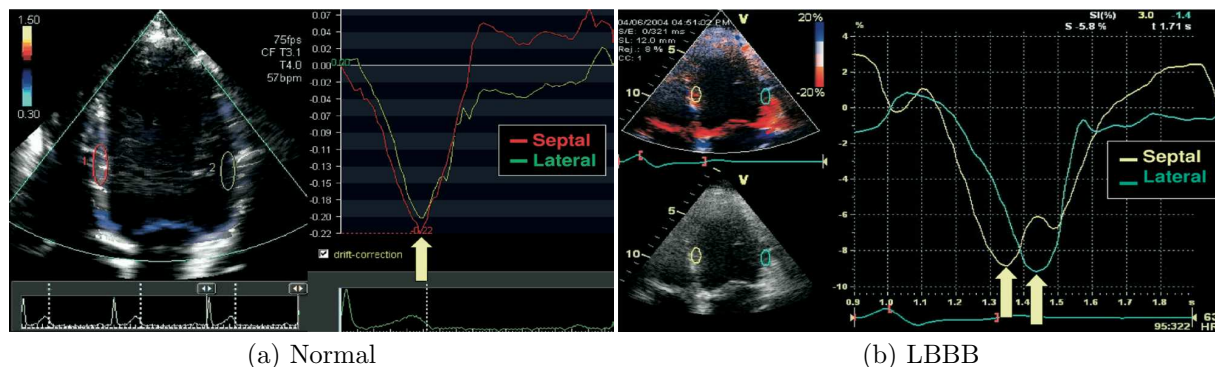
Técnica *Doppler Tissue Imaging* utilizada para detectar zonas asincrónicas mediante el análisis del esfuerzo longitudinal. (a) Paciente saludable. (b) Paciente con una asincronía producto de un bloqueo en la rama izquierda (LBBB) (Gorcsan et al., 2008).
